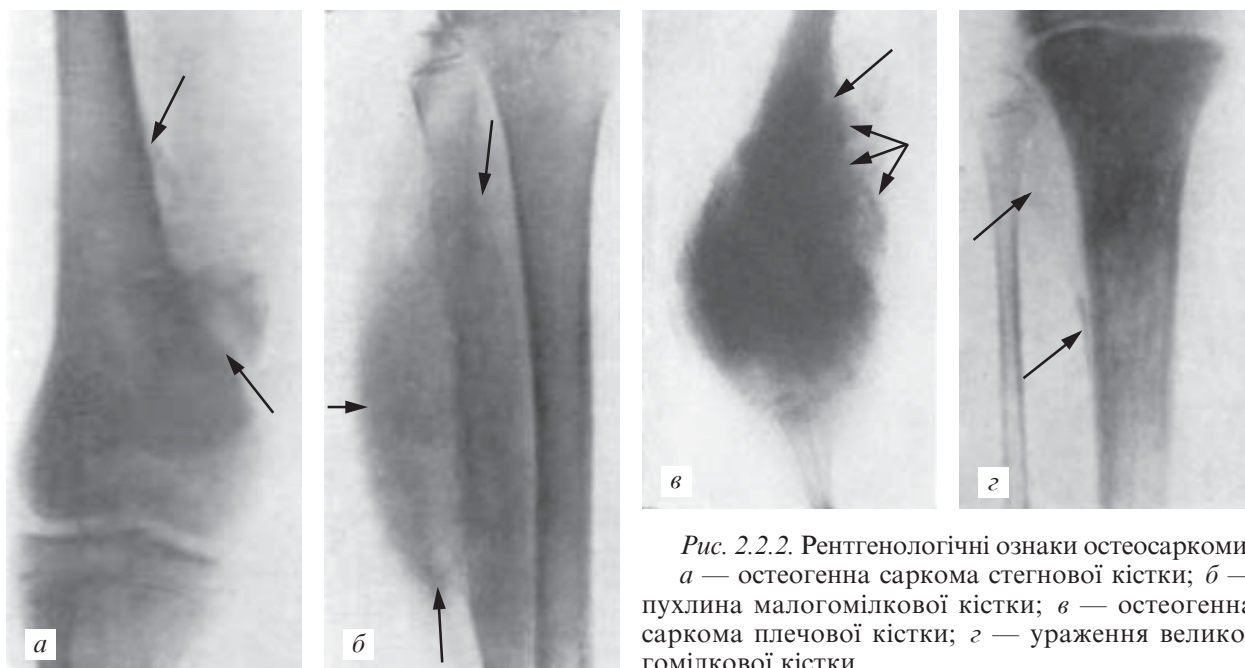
Рентгенологічні ознаки остеосаркоми: а — остеогенна саркома стегнової кістки; б — пухлина малогомілкової кістки; в — остеогенна саркома плечової кістки; з — ураження великогомілкової кістки
